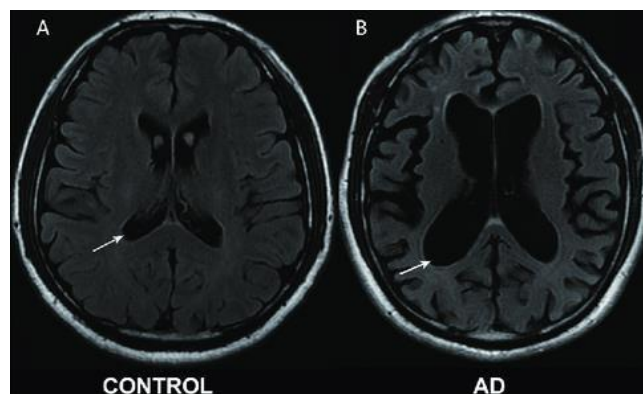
RM d'una persona sana (A) i d'una que pateix MA (B)
